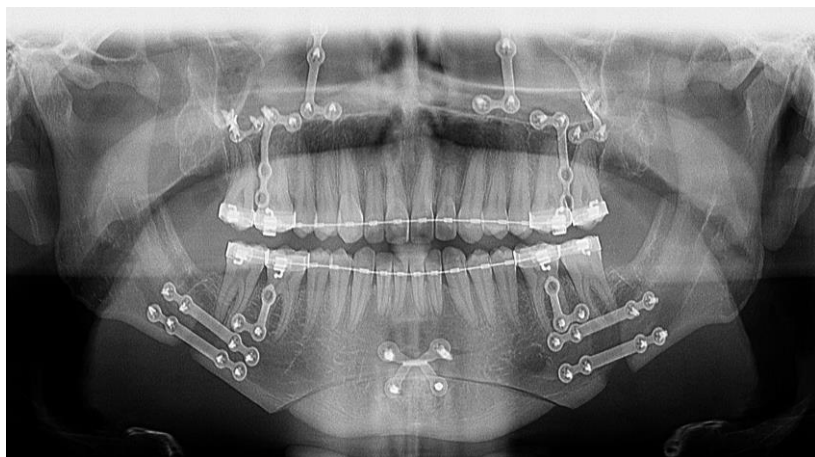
Radiografia panorâmica pós-operatória. Note a presença das placas e parafusos usados na fixação e para ancoragem esquelética.
